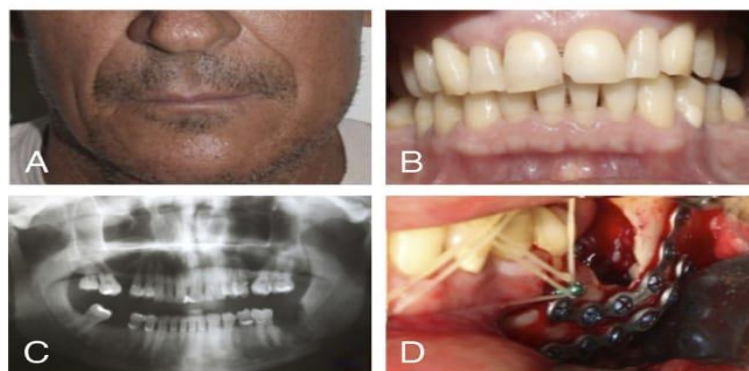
A, Aspecto clínico demonstrando um aumento de volume na região ângulo mandibular do lado esquerdo. B, Aspecto clínico intraoral. C, Radiografia revelando a fratura. D, Redução e Fixação da fratura. Fonte: CORREA *et al.*, 2014.
